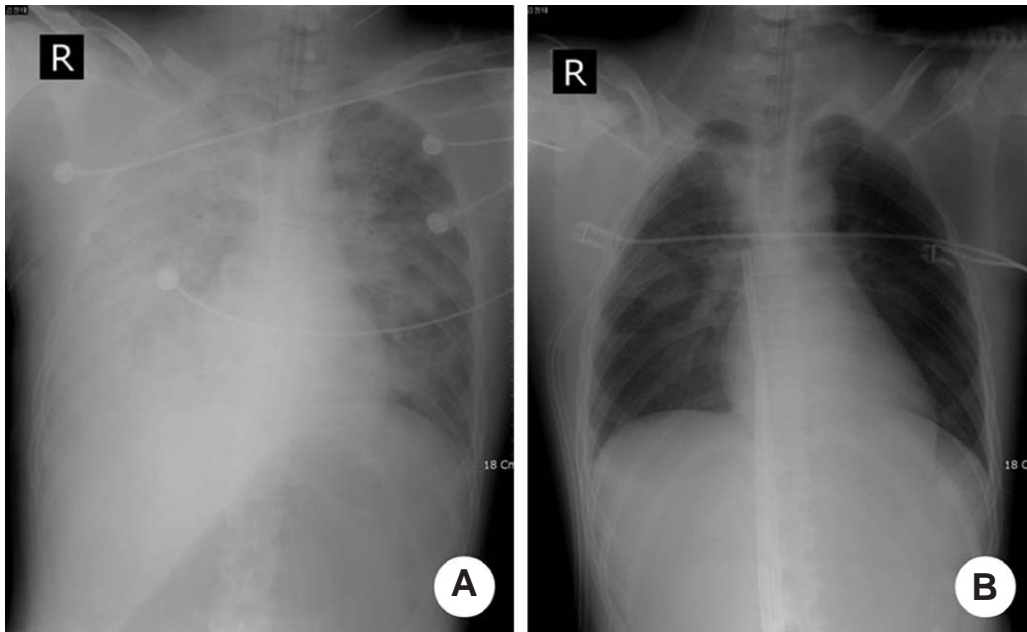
(A): Chest X-ray shows severe lung contusion and right hemothorax. (B): Chest X-ray shows recovery of the lung after ECMO treatment
